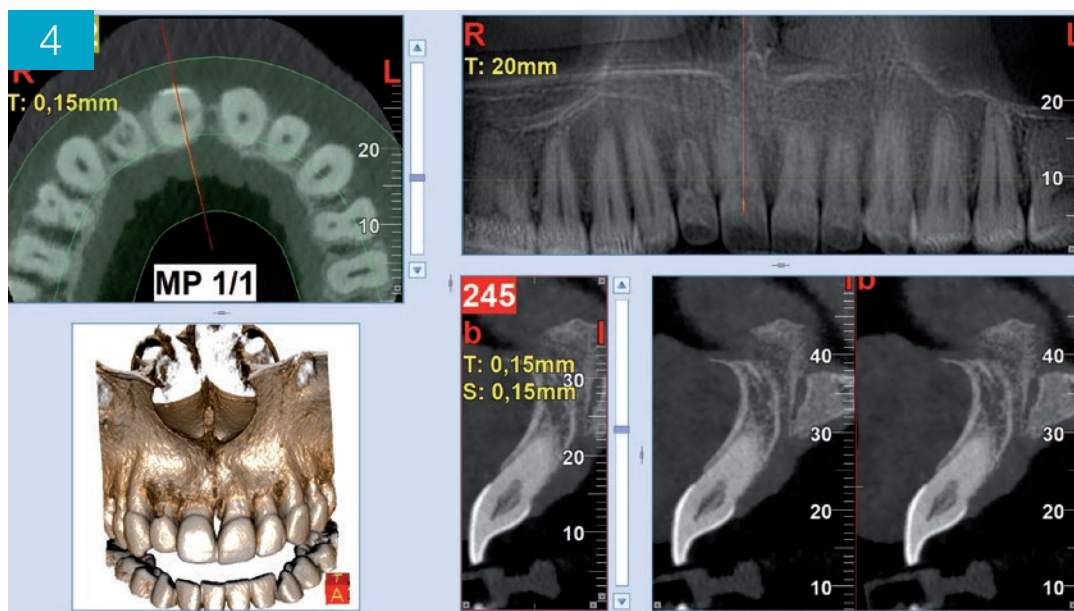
CBCT pre-operatoria: nel taglio coronale è apprezzabile l’estensione circumferenziale dei riassorbimenti su 11 e 12
